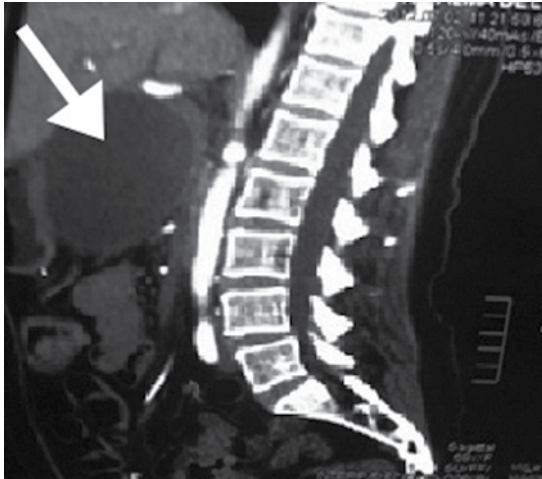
Tomografía abdominal en corte sagital con evidencia de pseudoquiste pancreático.
